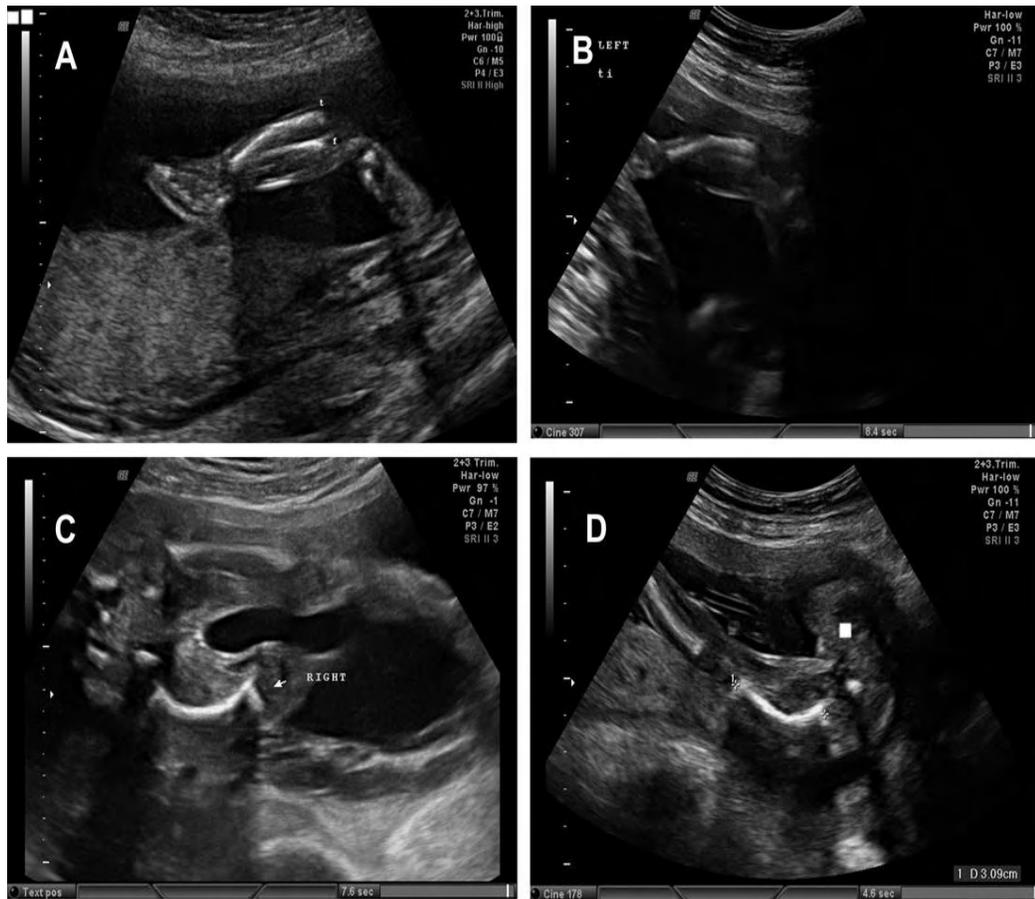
La ecografía prenatal a las 22 semanas de gestación muestra: A) Tibia izquierda curvada y el peroné izquierdo recto, B) Tibia izquierda curvada, C) Fémur derecho izquierdo y fémur derecho curvado, D) Fémur derecho curvado, 1/4 de peroné, 1/4 tibia.<sup>33</sup>
